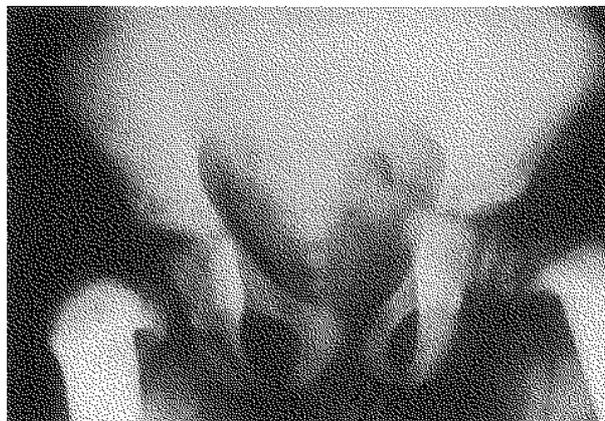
Radiographie du bassin à l'âge de 4 ans et 2 mois.
